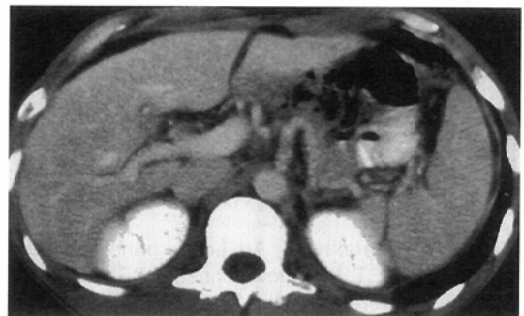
Wedge shaped type : Cholelithiasis. Plain CT (3-A) showed gallstones. In hepatic arterial dominant phase (3-B), double phased helical CT demonstrated segmental transient enhancement of the normal liver adjacent to the gallbladder. In delayed phase (3-C), there was no heterogeneous enhancement. This phenomena were thought to be increase of segmental hepatic arterial flow due to inflamed gallbladder.
